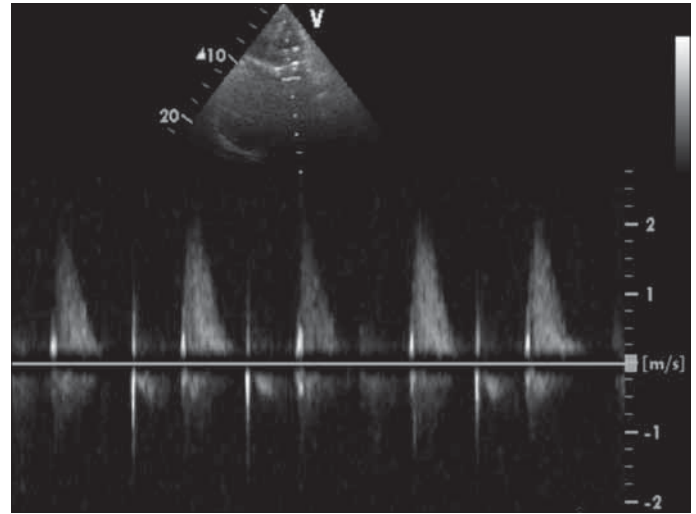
Transthoracic Doppler echocardiographic view of mitral valve gradients
